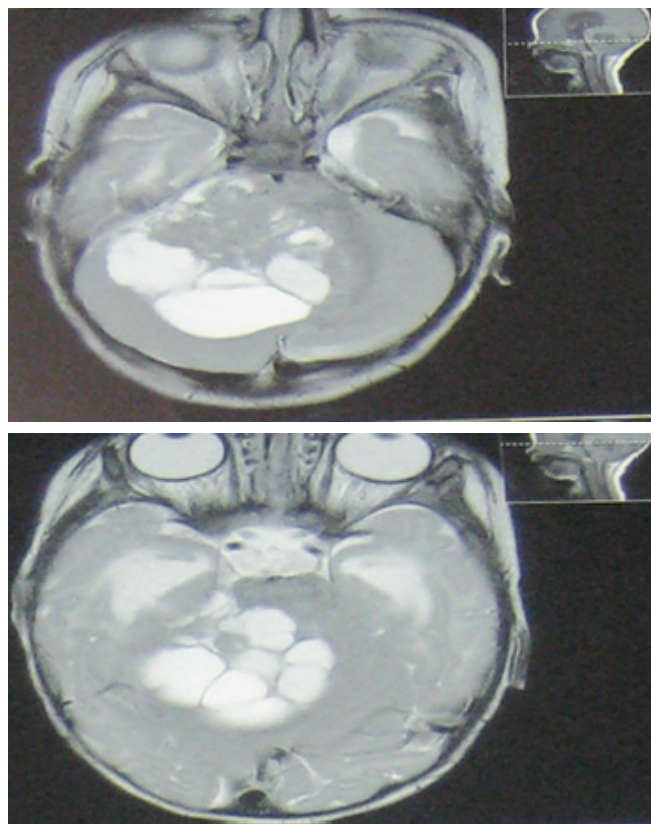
Examen CT (tomografie computerizată) a creierului pacientului.
